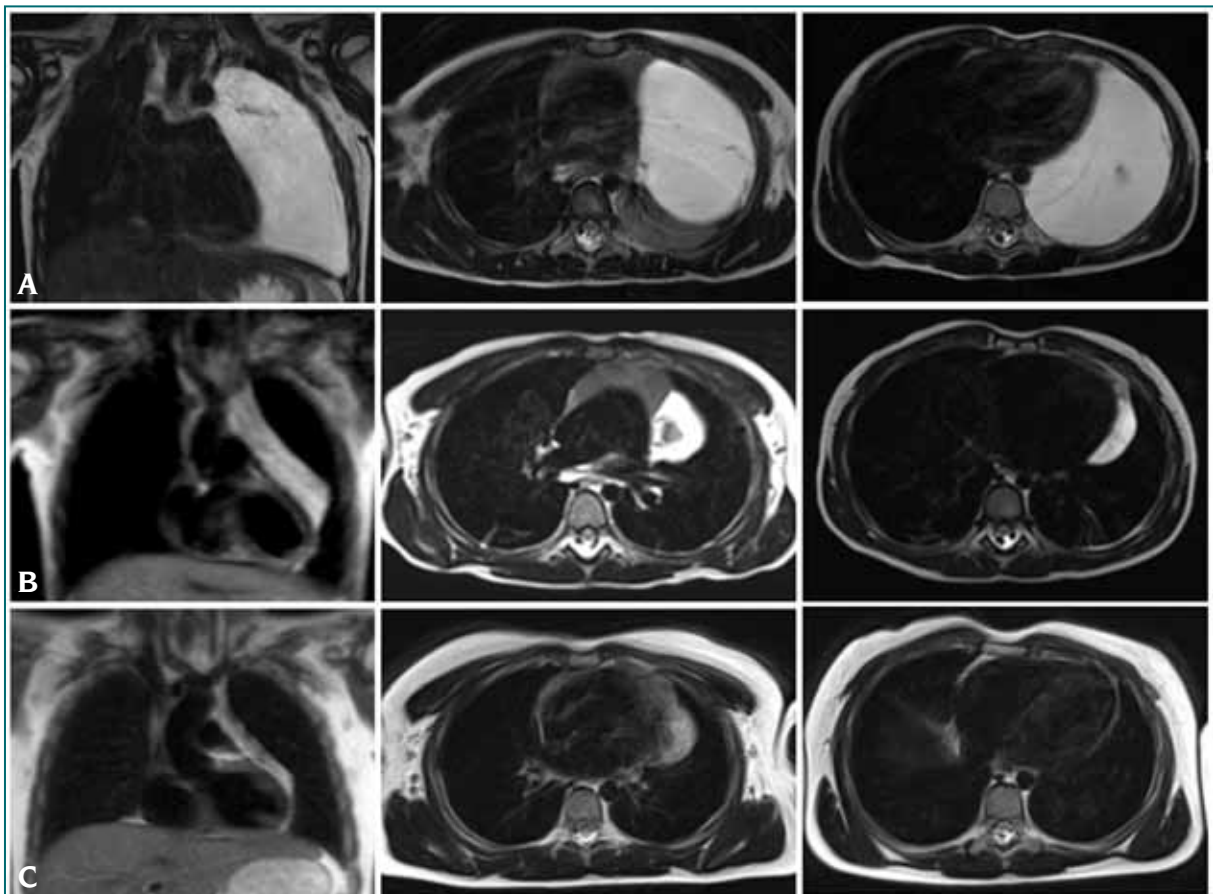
Resonancia de tórax T2, cortes coronales y axiales. A. Paciente de 4 años de edad con malformación linfática mediastinal que ocupa la totalidad del hemitórax izquierdo. Se observa el pulmón colapsado en la base posterior (flecha). Realizó una sesión de esclerosis percutánea. B. 3 meses post esclerosis, marcada reducción de la lesión. C. Control de la malformación vascular a los 10 años de edad (6 años post tratamiento), donde se observa reducción de la lesión, en comparación con el crecimiento del paciente.
